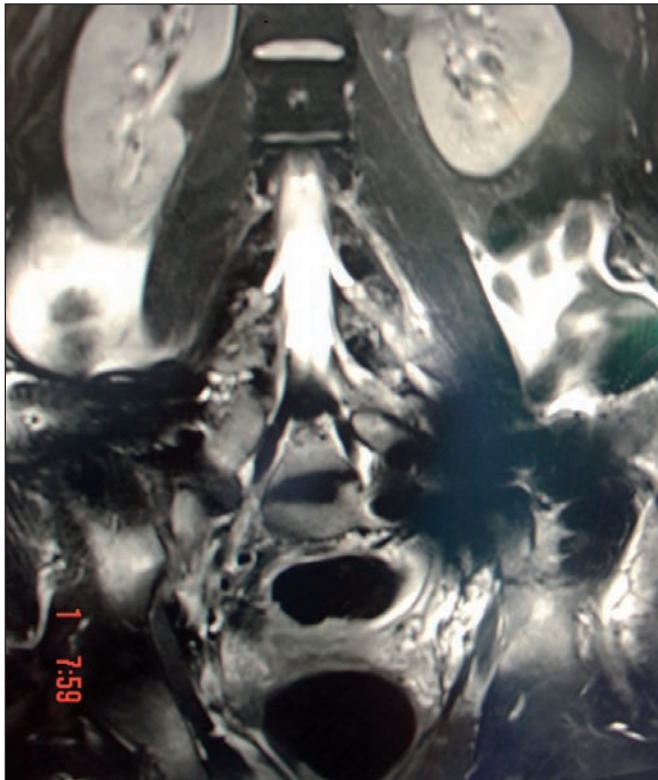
Detalle de la RM en la que no se observan avulsiones nerviosas, aunque sí fibrosis en la región del psoas izquierdo.
